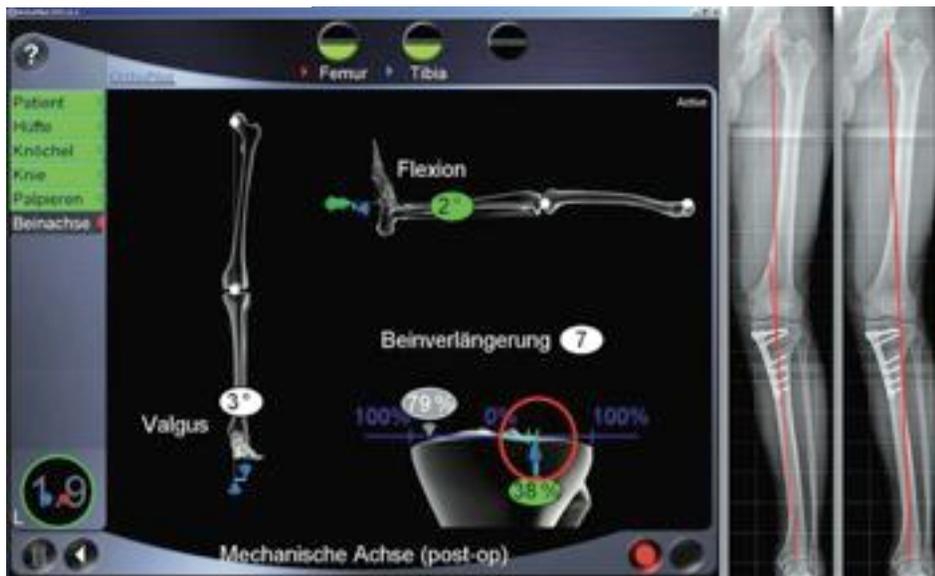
Postoperative Achsgeometrie (Orthopilot ↔ Röntgen).
